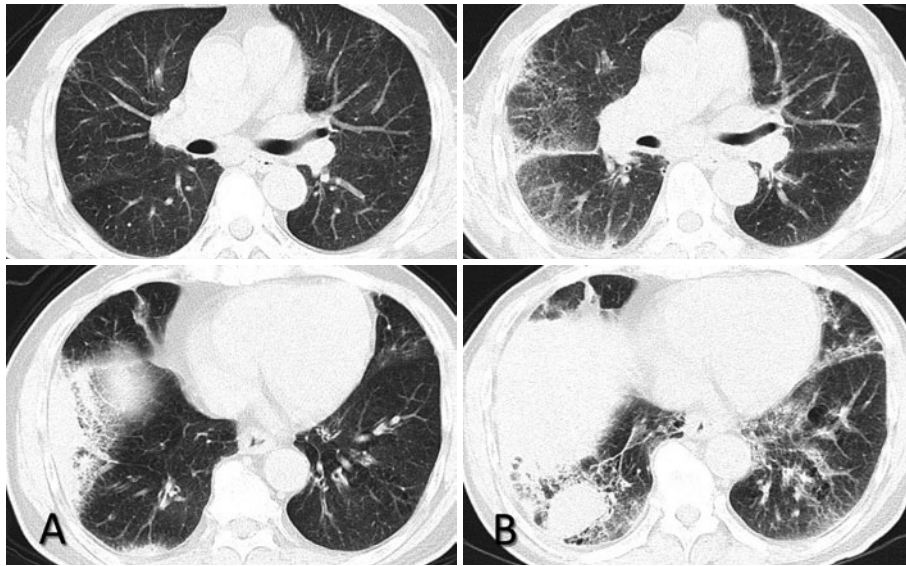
胸部CT写真。(A)初診時. 右中葉～下葉にまたがる浸潤影を認める。(B)入院時. 浸潤影は巨大腫瘍となり右肺下葉にも4cm大の腫瘍が出現している. 両側肺野のすりガラス影や気管支血管束の肥厚も認める.
